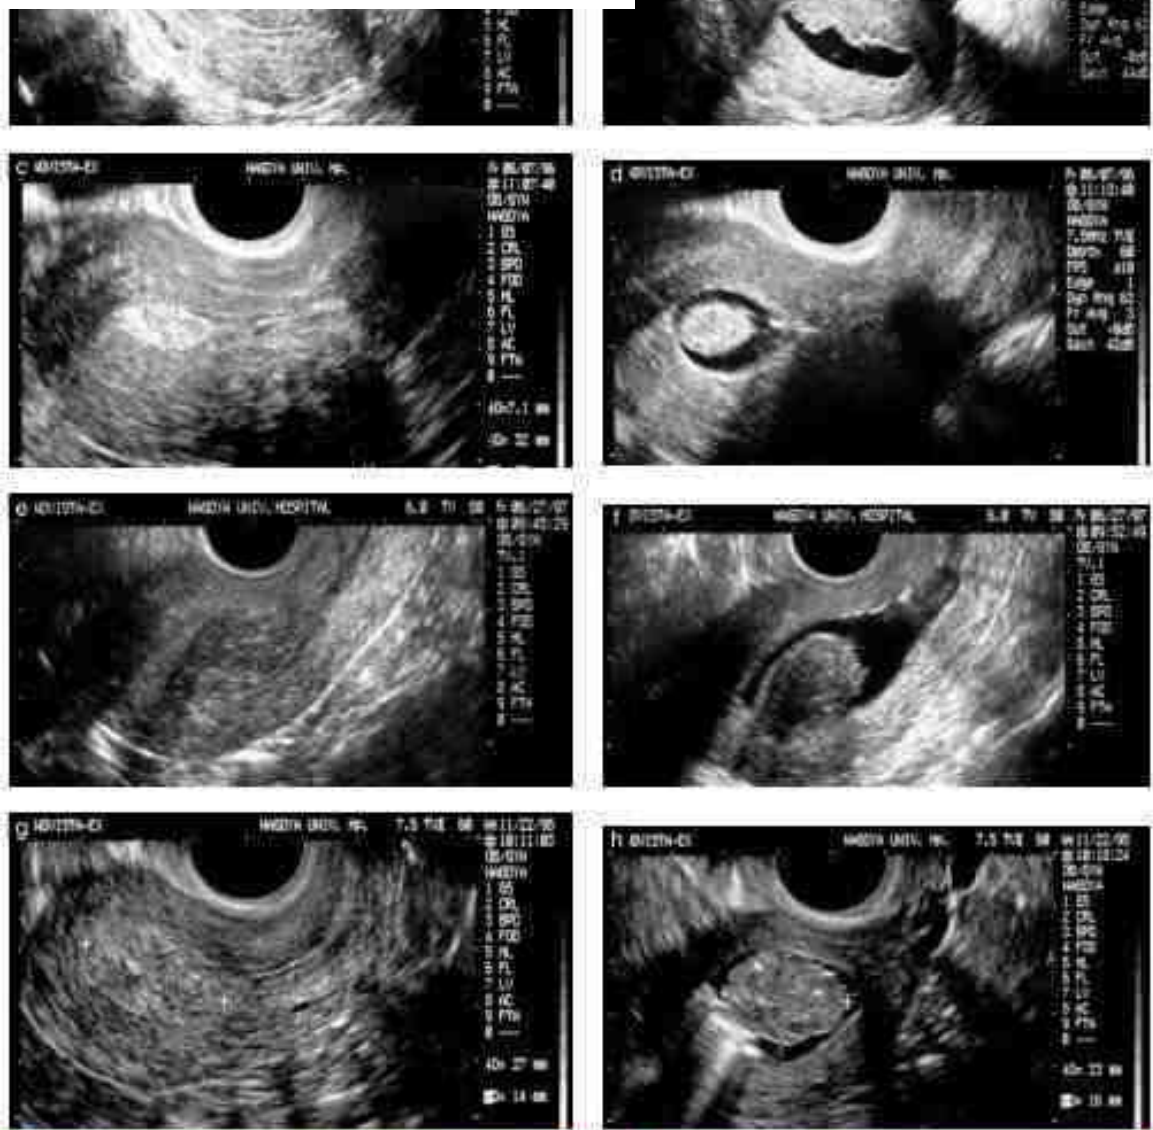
Examples of the pattern images on transvaginal sonography. (a) Normal image; (b) Rugged endometrial line (R pattern); (c) Hyperechoic region (H pattern); (d) Waved endometrial line (W pattern); (e) Thickening of the endometrium (T pattern); (f) Submucosal myoma; (g) Endometrial polyp; (h) Submucosal myoma.
